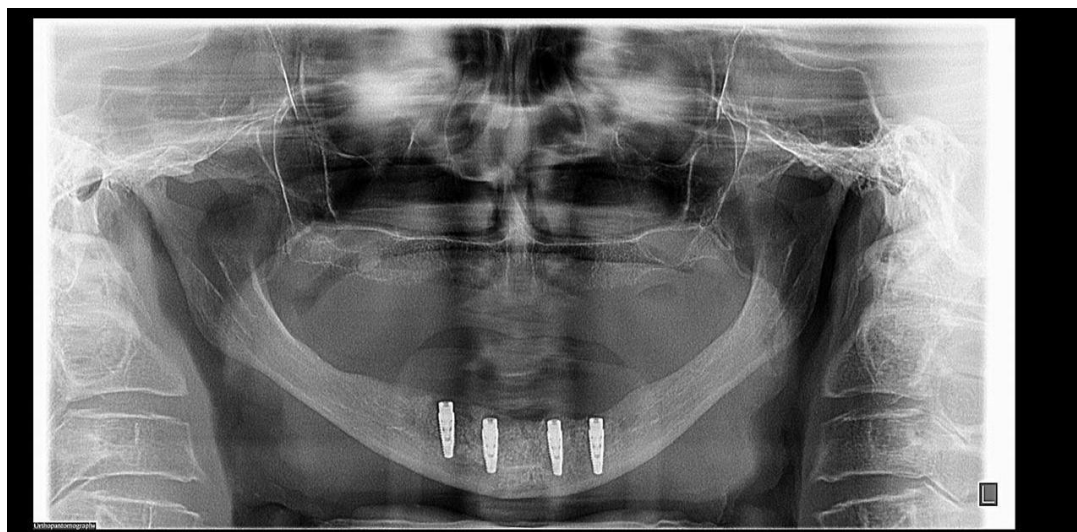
Radiografia panorâmica pós-operatória com os quatro implantes mandibulares e cicatrizadores instalados
